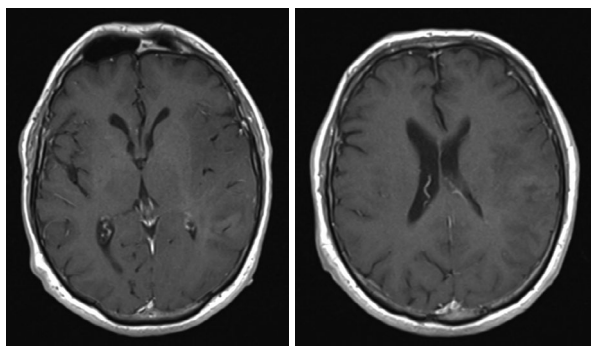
МР томограммы, постконтрастные T1-ВИ, аксиальная плоскость.
